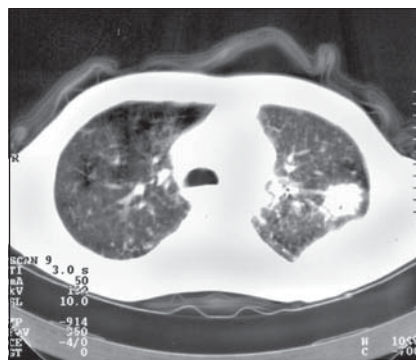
Комп'ютерна томограма легенів
